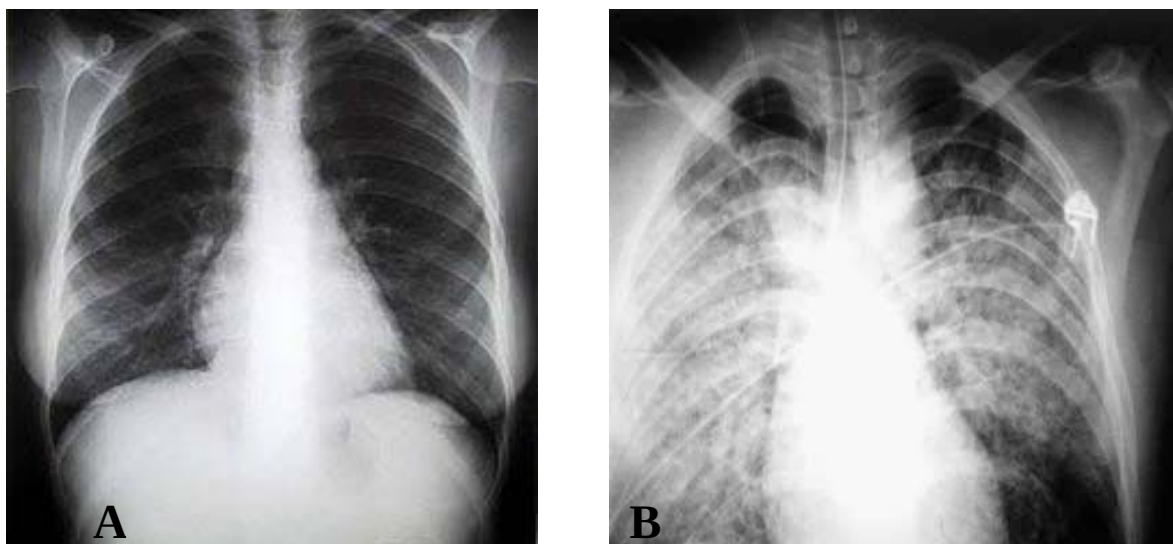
(A) Radiografía de tórax tomada en el momento del ingreso a urgencias, sin alteraciones pleuroparenquimatosas y de la silueta cardiomediatínica. (B) Radiografía de tórax tomada en el momento de diagnóstico de SDRA, notese la presencia de infiltrados alveolares que comprometen los cuatro cuadrantes.
